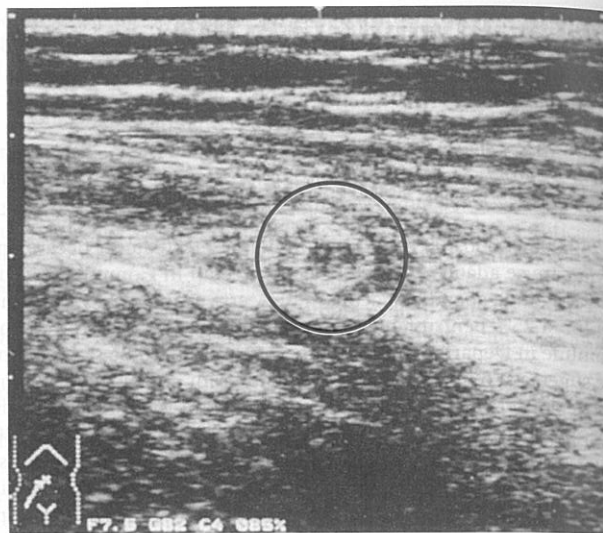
Imagine ecografică de apendicită acută. A. Apendicele inflamate (cerc roșu), necompresibil este prezentat într-o secțiune transversală (A; 7,5 MHz) și în secțiune longitudinală (B; 7,5 MHz). Stratificarea peretelui apendicelui inflamant este menținută în stadiile precoce ale apendicitei acute. C. Un apendicolit (calcul în interiorul apendicelui) este prezentat (săgeată) folosind unda acustică (5 MHz). [Retipărit, cu permisiune, din Ma OJ, Mateer JR, Reardon RF, Blaivas M. *Emergency ultrasound*, a III-a ediție. Copyright © The McGraw-Hill Companies, 2014, Toate drepturile rezervate. Capitolul 11, General Surgery Applications, Figurile 11-31A&B & 11-33.]
